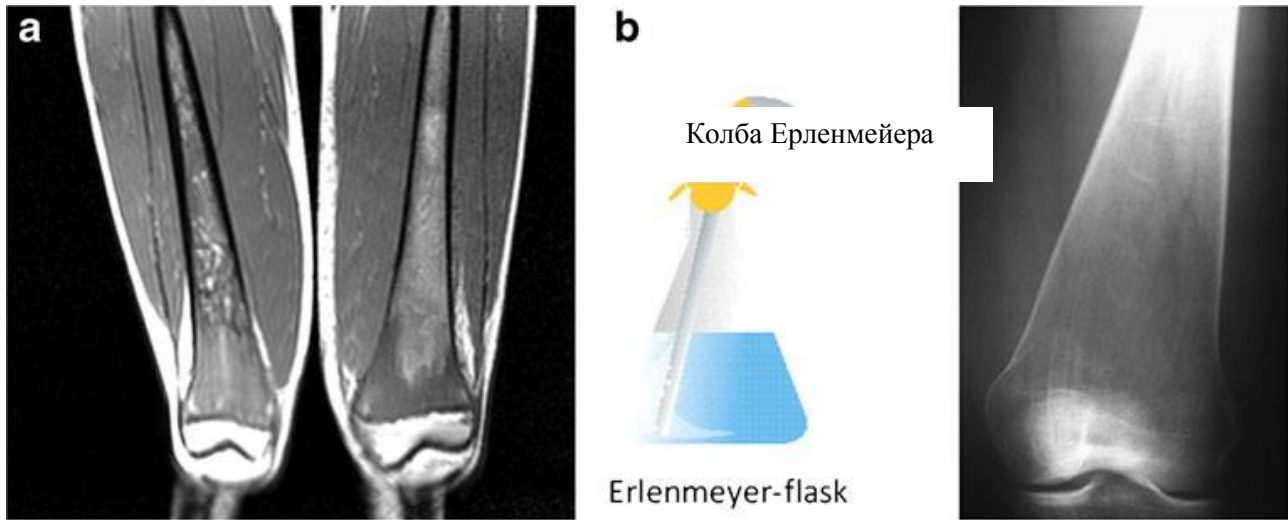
а. Інфільтрація кісткового мозку на зображенні МРТ. б. Колбоподібні деформації Ерленмейєра на рентгенологічному знімку.
